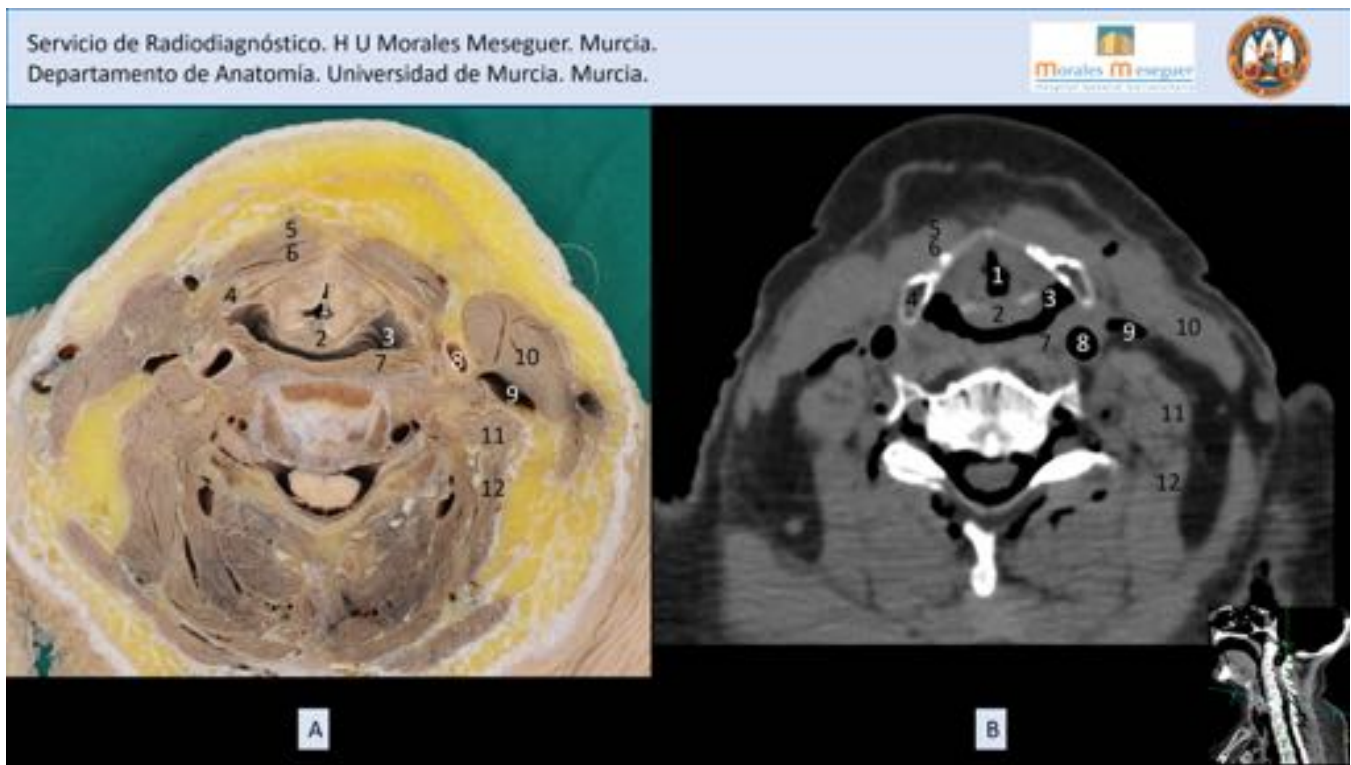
Correlación de imágenes en el plano axial. A) Pieza anatómica. B)TC de la pieza anatómica. 1: Vestíbulo laríngeo. 2: Epíglotis. 3: Seno piriforme. 4: Cartilago tiroides. 5: Músculo esternohioideo. 6: Músculo tirohioideo 7: Músculo constrictor inferior de la faringe. 8: Arteria carótida común. 9: Vena yugular interna. 10: Músculo esternocleidomastoideo. 11: Músculos escalenos. 12: Músculo elevador de la escápula.
